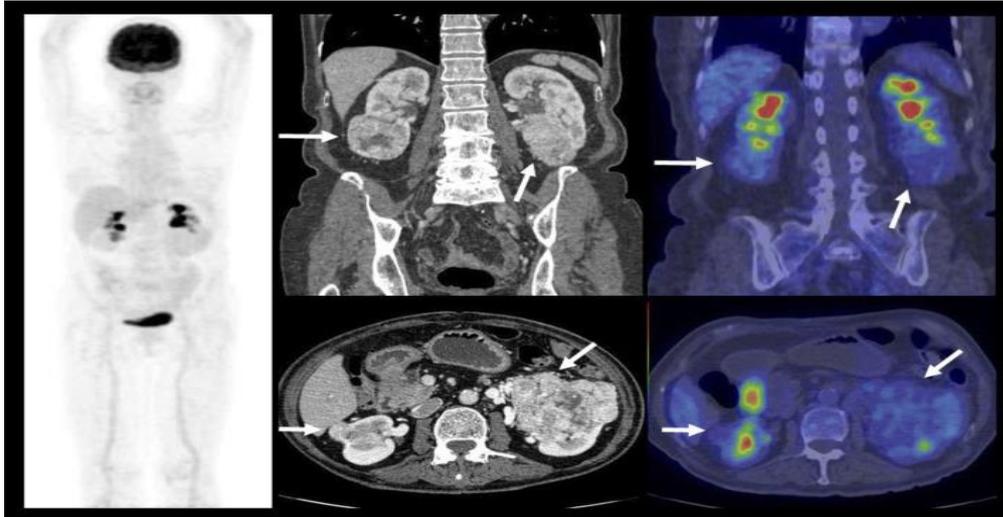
Vista de un tumor en el riñon mediante TAC, RM y PET/TAC de izquierda a derecha
